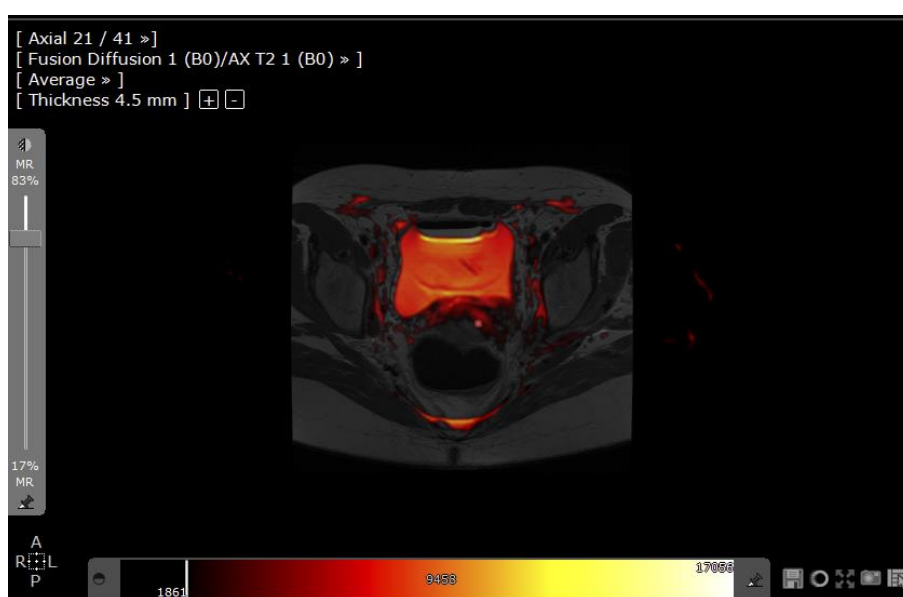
Окно просмотра слияния при помощи диффузионной серии и осевой серии T2
